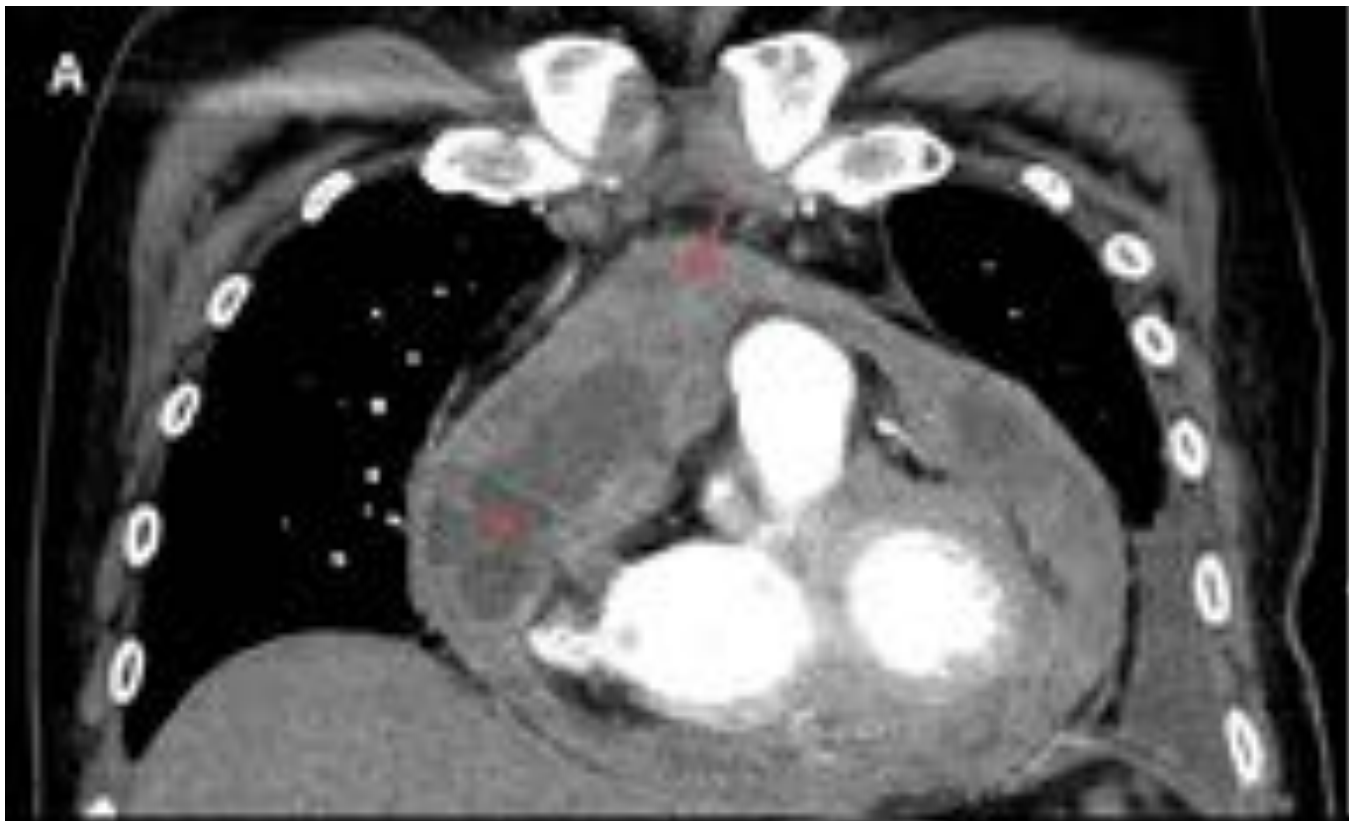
METÁSTASIS PERICÁRDICAS DE MELANOMA - TC torácica con contraste endovenoso en fase arterial con reconstrucción coronal (A) y corte axial (B). Marcado engrosamiento pericárdico difuso e irregular, con captación de contraste de ambas hojas pericárdicas (flecha fina) y áreas de necrosis (estrella), en relación con diseminación metastásica, y que produce estenosis de la V. pulmonar inferior izquierda (punta de flecha) e infiltración de la V. pulmonar inferior derecha (flecha gruesa).
